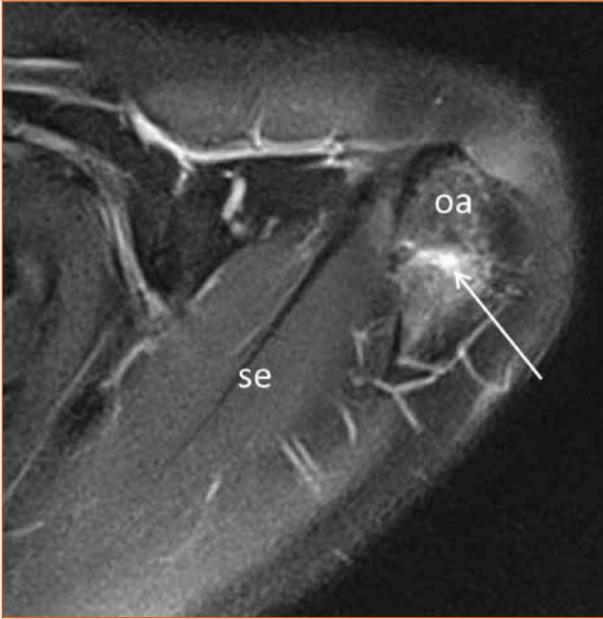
IRM axiale T2 fat sat passant par l'acromion. La synchondrose (flèche) a un axe perpendiculaire à celui de l'articulation acromioclaviculaire (*). oa : os acromial. cl : clavicule
